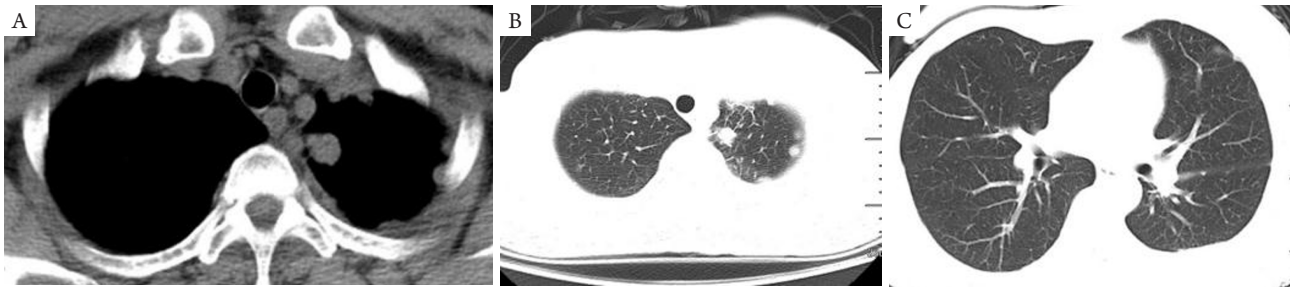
胸部平扫CT示双侧胸膜局部增厚，左上胸膜明显增厚呈结节状，不排除转移；双侧斜裂微小结节，纵膈稍大淋巴结，左肺尖多发小叶间隔增厚
